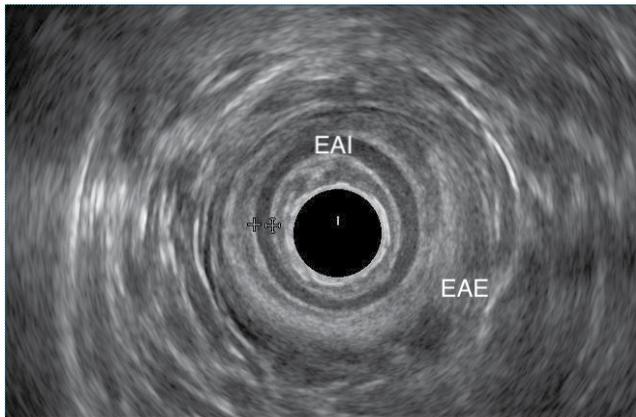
Ecografia endoanal com imagem do canal anal médio com o esfíncter anal externo (EAE) e o esfíncter anal interno (EAI).
